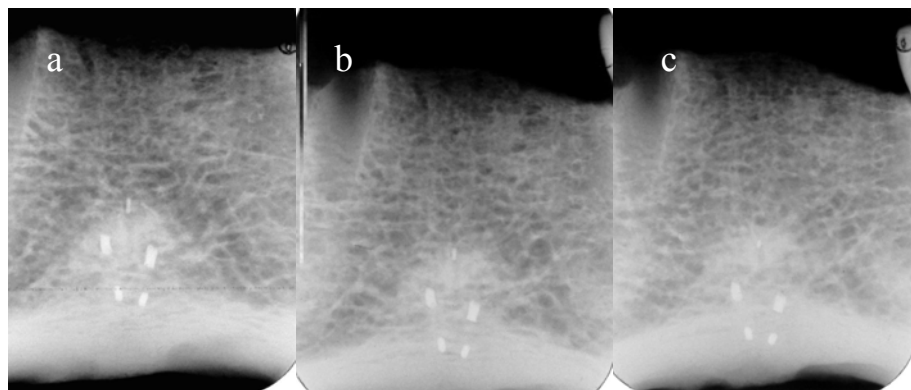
Radiografias periapicais evidenciando a localização da projeção das espinhas mentais e do forame lingual.(a) ângulo vertical de -10 graus.(b) -20 graus e (c) -30 graus.
